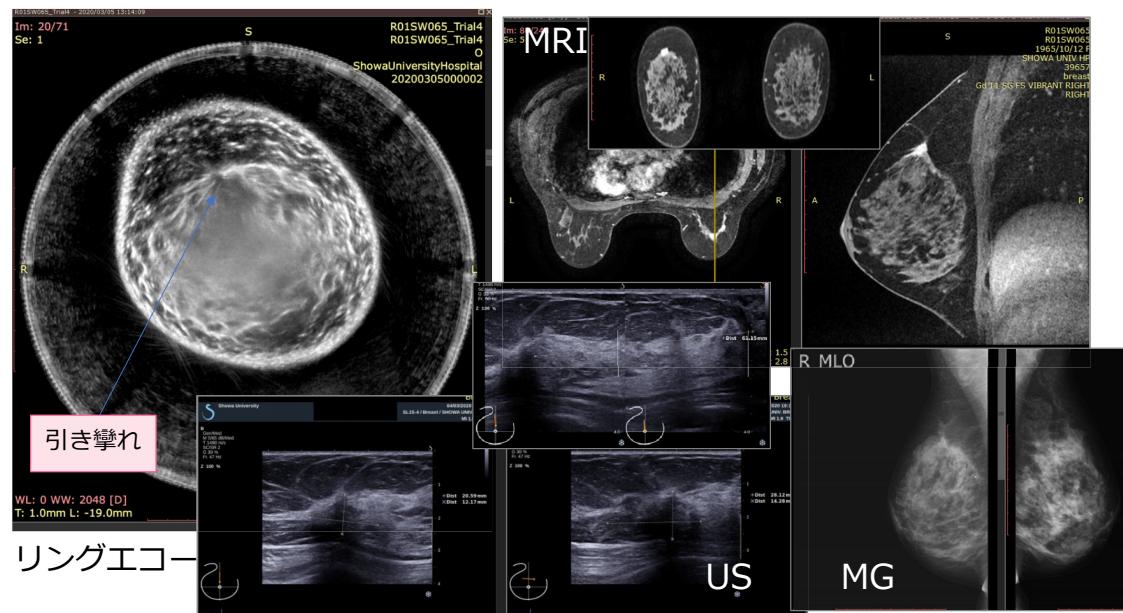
Lily Medtech 社製超音波 CT 診断機により取得された画像データ
